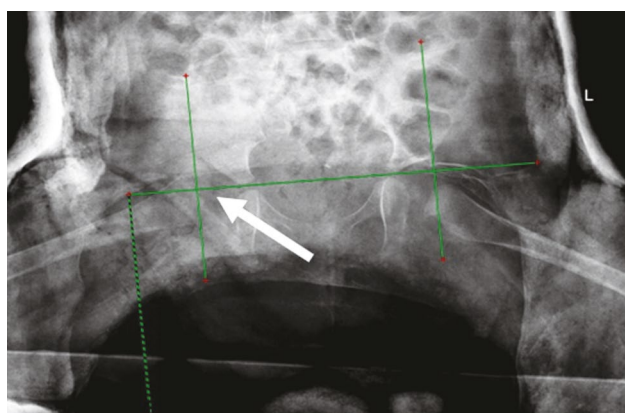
Контрольная рентгенограмма тазобедренных суставов в гипсовой повязке. Проксимальный отдел правой бедренной кости смещен назад и вверх от вертлужной впадины (стрелка).
